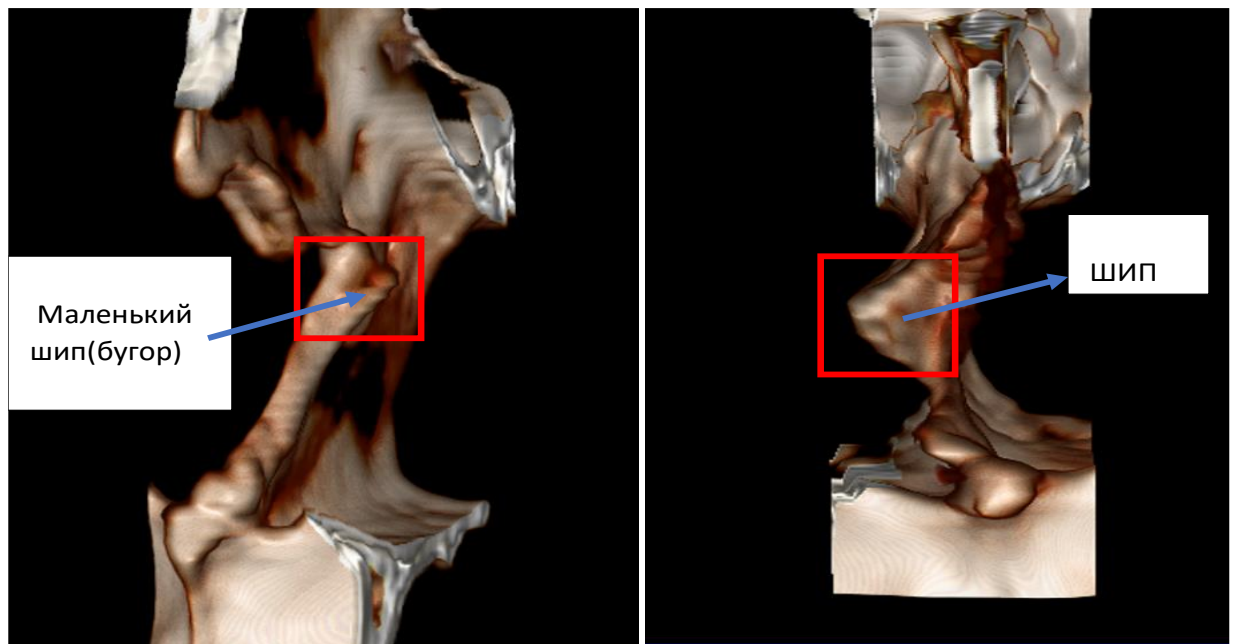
3D-реконструкция КТ костной части перегородки носа: визуализируются небольшой КШ (бугор) слева и выраженный КШ справа
